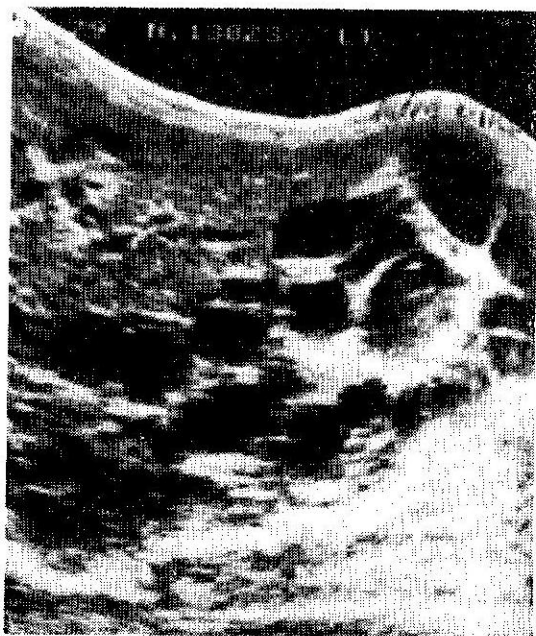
Ultra-sonografia abdominal, varredura longitudinal, evidenciando áreas "císticas" nos parênquimas hepático e renal.
